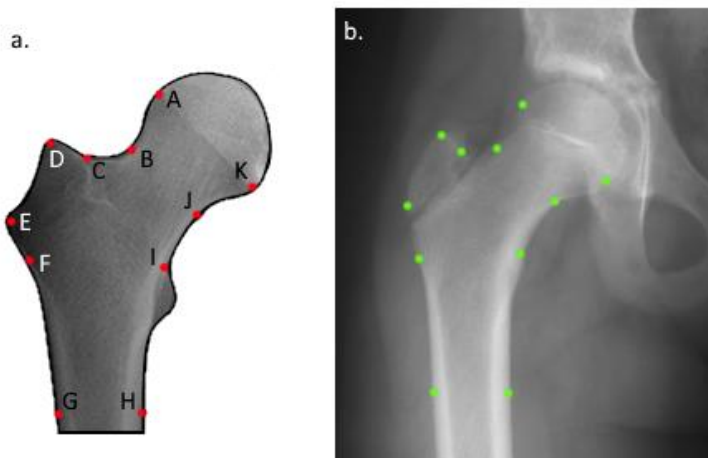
(a.) figura guia apresentada na FAXRASP (b.) exemplo correto da marcação dos pontos na radiografia adquirida.
